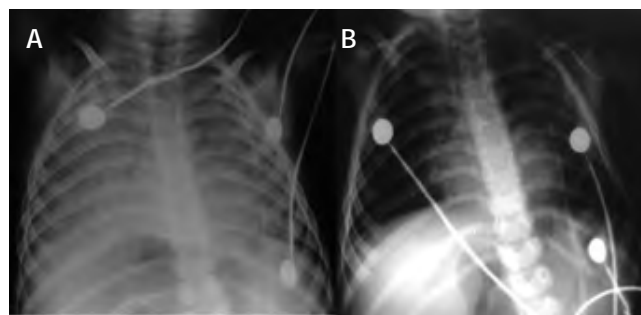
A. Radiografía torácica con infiltración alveolar bilateral difusa masiva tomada al ingreso en UCI. B. Franca mejoría radiológica a las 24 horas del ingreso. Ambos pulmones libres de infiltrados alveolares. Fuente: imágenes propias de los autores.
